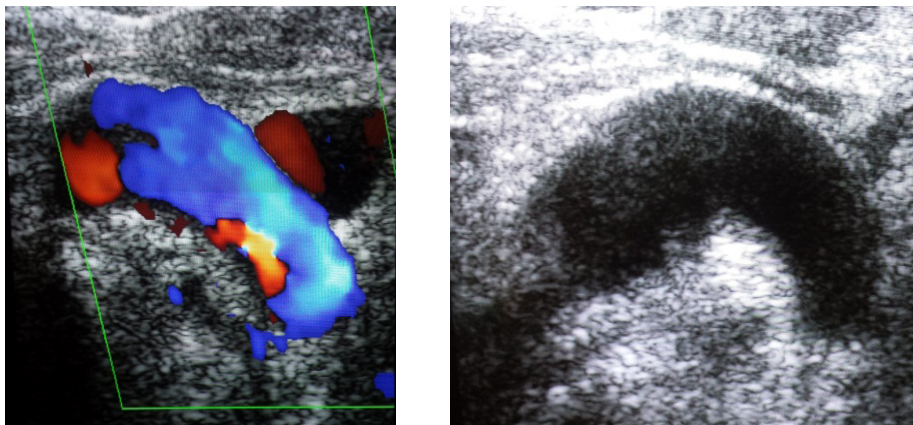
Ecografía dúplex de la arteria subclavia derecha, con injerto permeable
